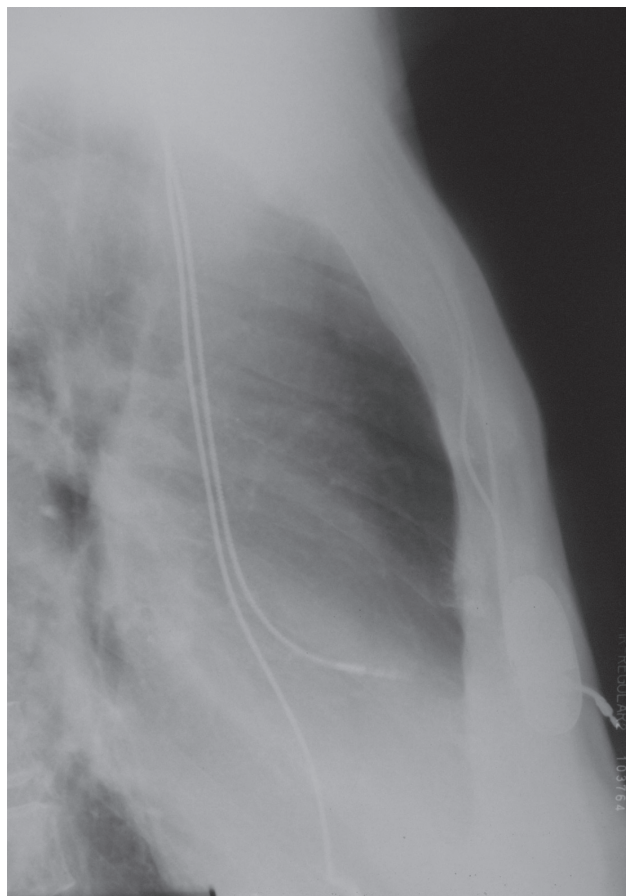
Zadopredná RTG snímka hrudníka
